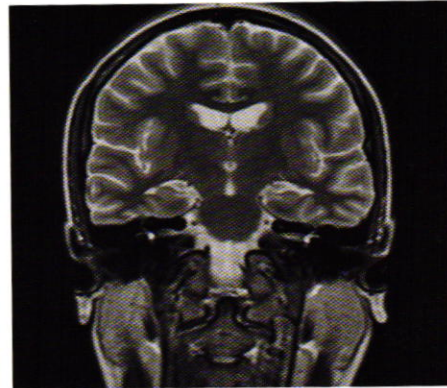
RMN cerebral con leve atrofia cerebral de predominio subcortical, algunas zonas focales de gliosis aisladas en sustancia blanca frontal, sin vasculitis.
